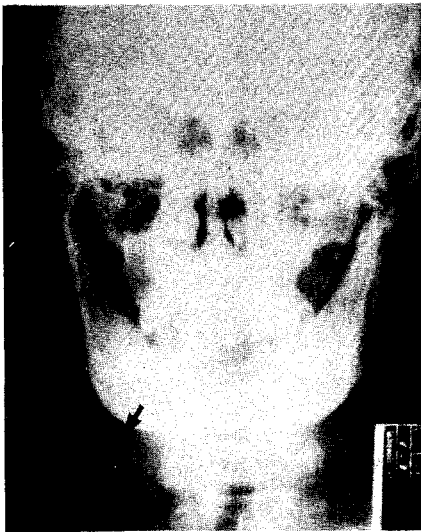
Preoperative anterior and lateral X-ray findings.
